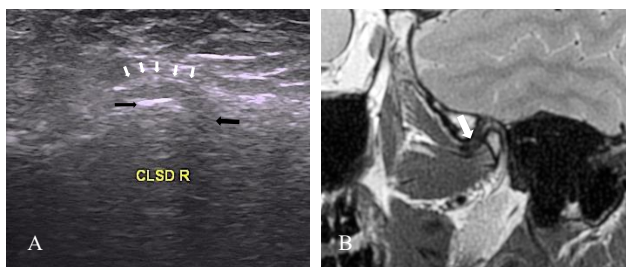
Ultrasonography and MRI for the same patient. A. USI showing anterior disc displacement without reduction. The small white arrows indicate the glenoid fossa, and the thin black arrow indicates the condyle while the thick black arrow indicates the articular disc position. B. MRI showing agreement with USI, in which the articular disc is displaced anteriorly without reduction; the white arrow indicates the articular disc position.
